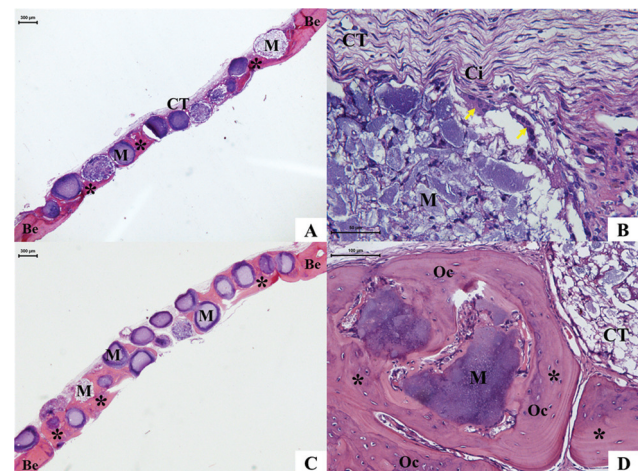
Fotomicrografia do grupo com defeito preenchido com microesferas de hidroxiapatita (GHA) – 15 e 45 dias. Notar as microesferas (M) distribuídas em camada única ou dupla, com formação de matriz osteoide (*) em quase toda a extensão do defeito, com presença de osteócitos (OC) e organizadas em lamelas ósseas concêntricas; tecido conjuntivo (CT) frouxo na área residual do defeito ósseo, com presença de células inflamatórias (Ci) mononucleares e células gigantes multinucleadas (seta amarela). Abreviaturas: Be, borda óssea; HE, hematoxilina-eosina. 15 dias (A,B). 45 dias (C,D).
